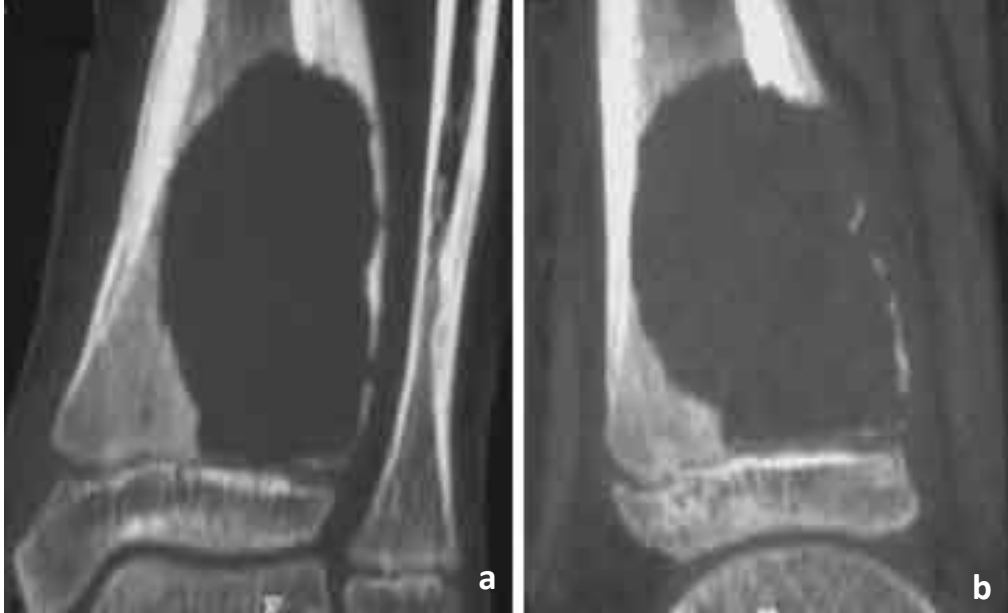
Examen TDM. Reformatage 2 D dans les plans coronal (7a) et sagittal (7b). Plage d'ostéolyse géographique à bords nets sans liseré de condensation, fine coque périostée ossifiée postéro-latérale avec arc boutant cortical au point de raccordement supérieur.
